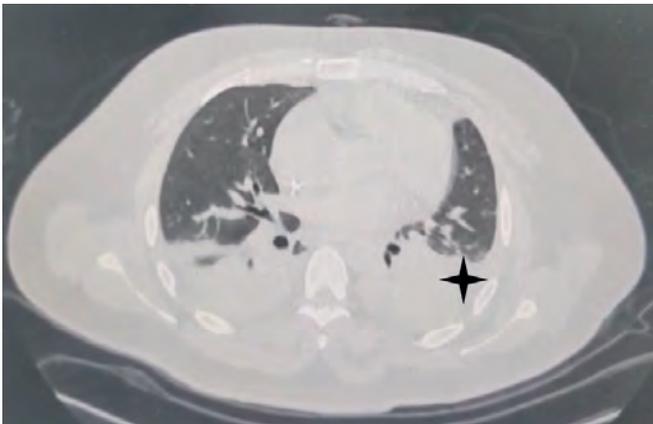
Tomografía de tórax en corte transversal, donde se observa hemotórax posterior izquierdo.
